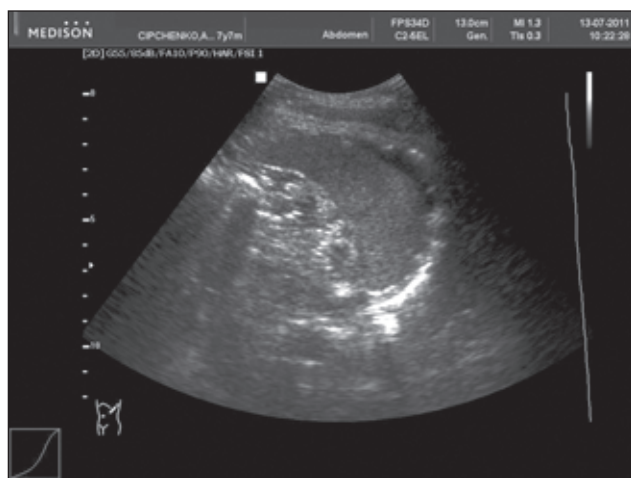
УЗИ (больной С., 7 лет).
